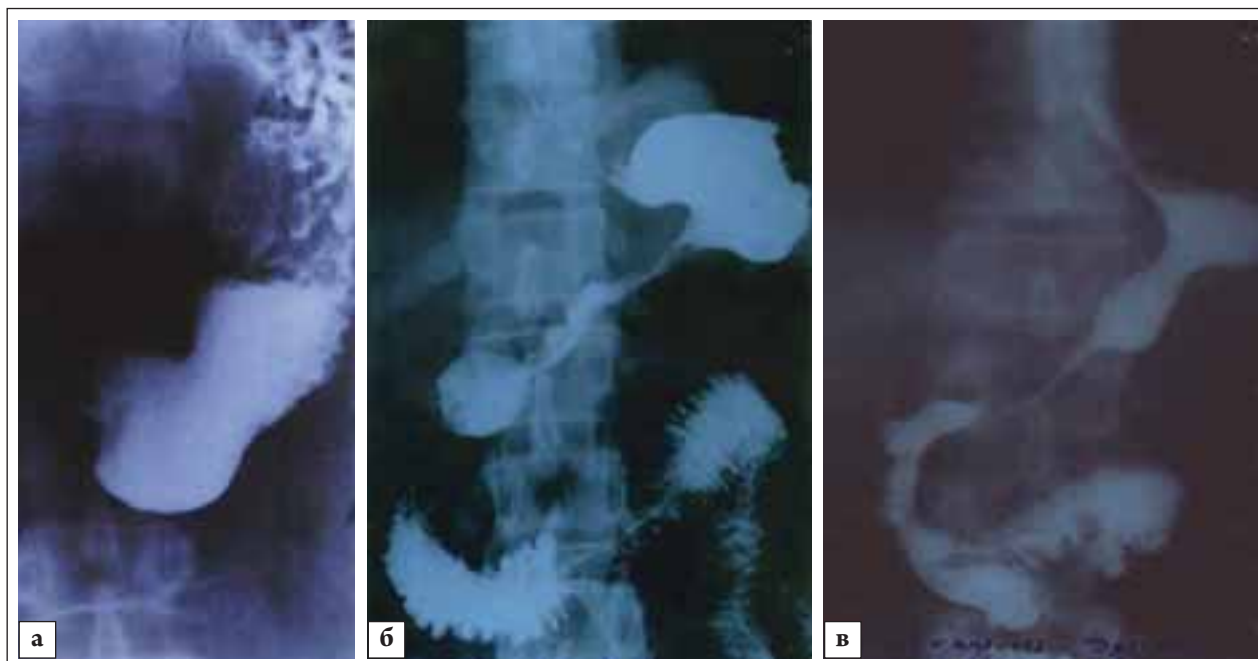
Рентгенологическая картина сочетанного ПРСПиЖ: а — сочетанное рубцовое сужение антрального отдела желудка; б — сочетанное субтотальное рубцовое сужение желудка; в — сочетанное тотальное рубцовое сужение желудка
